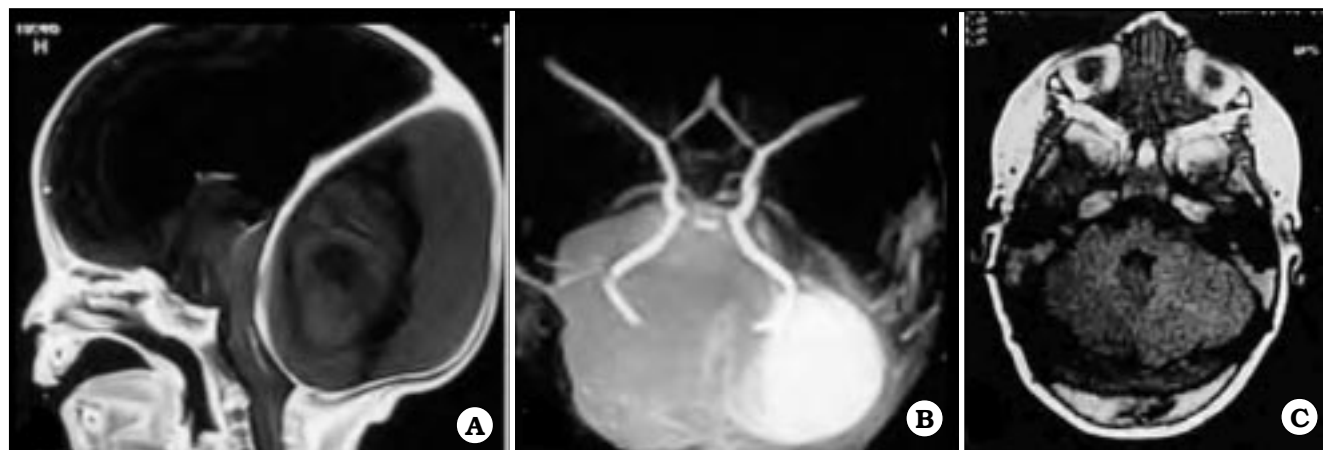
Malformación dural de fosa anterior. A. IRM de cerebro, corte sagital. B. AngioIRM. C. IRM control donde se observa expansión de cerebelo que ese encontraba desplazado.
